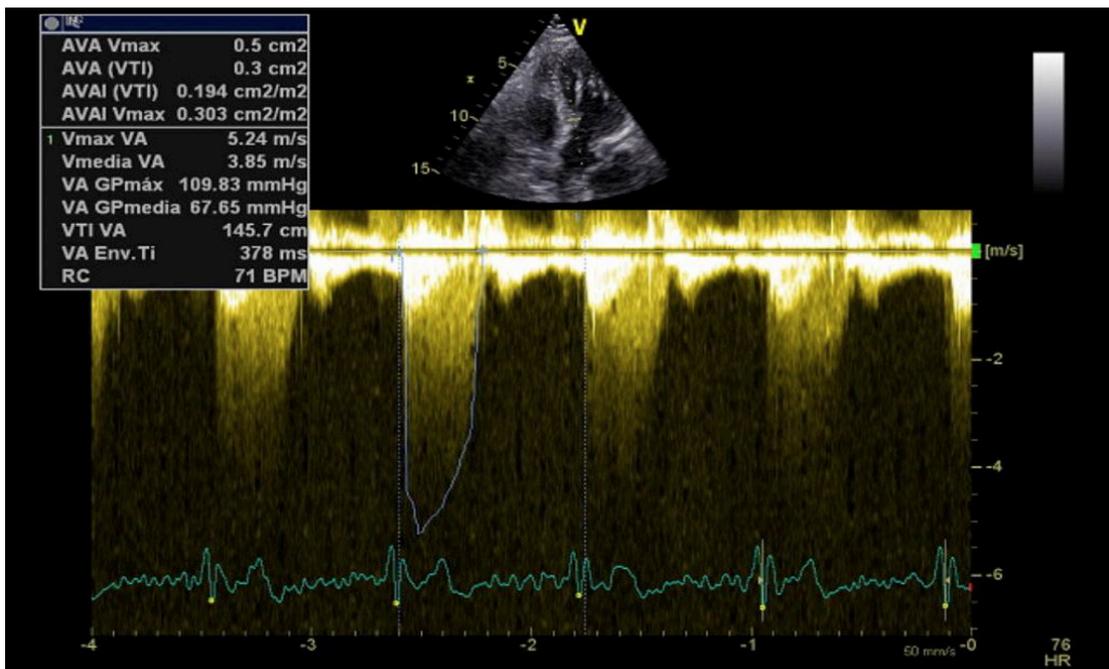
Doppler continuo sobre la válvula aórtica mostrando una velocidad máxima de 5,24 m/s y gradiente medio de 67,65 mmHg, ambos criterios de estenosis aórtica severa
